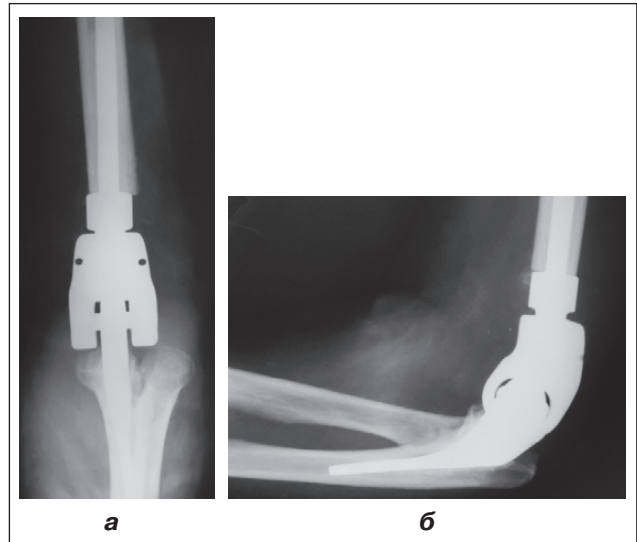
Фотовідбитки рентгенограм хворої К., стан після резекції дистального відділу плечової кістки з метастатичною пухлиною та ендопротезування ліктьового суглоба
